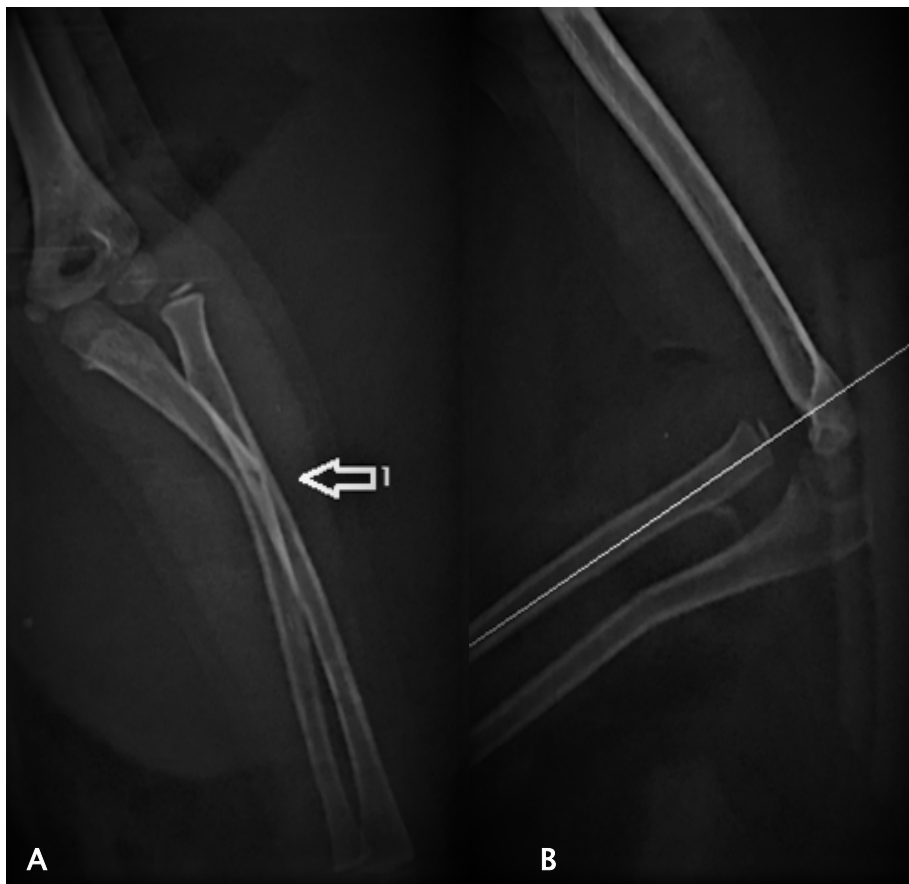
Radiographie de l'avant-bras prenant le coude de face (A) et profil (B) d'une lésion de Monteggia type I de Bado chez une fille de 6 ans montrant une fracture ulnaire en boit vert (flèche 1) associée à une luxation antérieure de la tête radiale.
